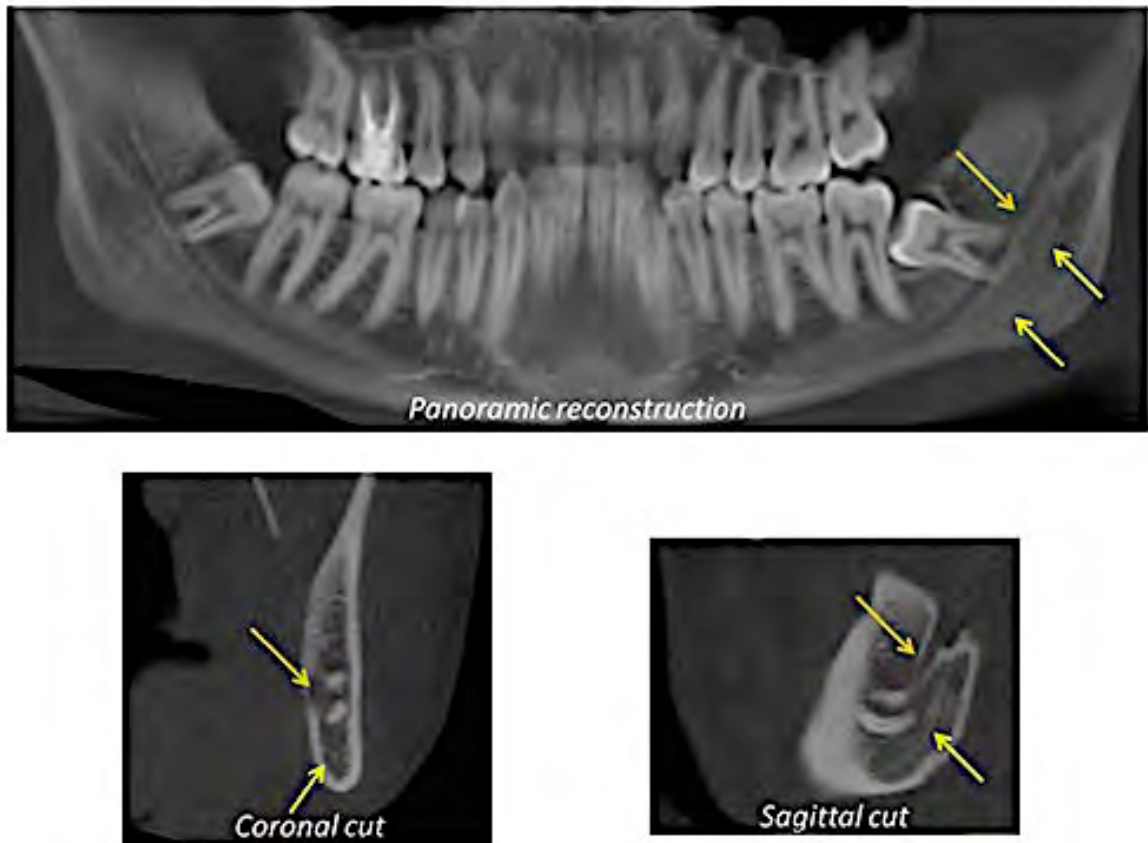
Reconstitution panoramique, coupe coronale et sagittale issus d'un volume CBCT réalisé sur le même patient que la figure 21.
